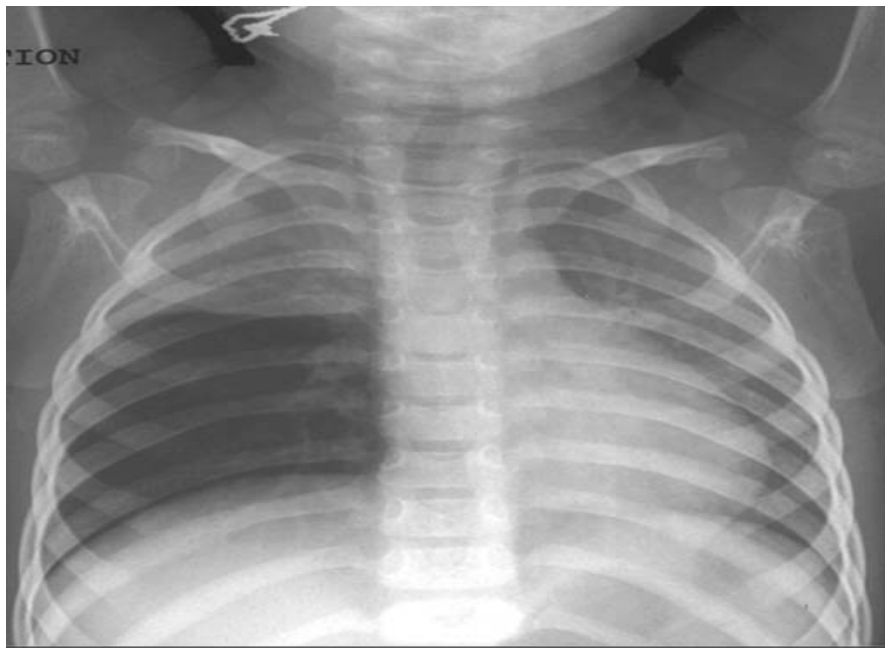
Radiographie thoracique : syndrome alvéolaire franc du lobe supérieur droit
